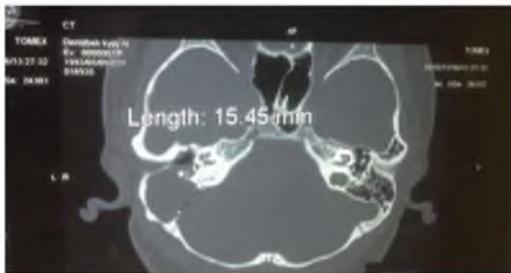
КТ данные височной кости справа.
